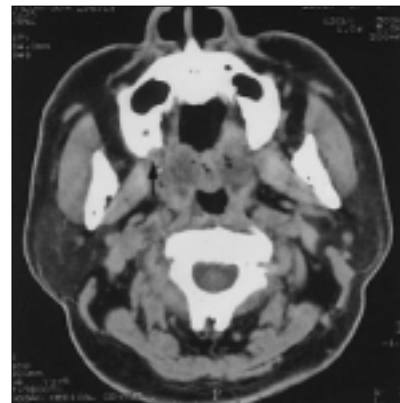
CT showing bony erosion on Rt. Maxillary tuberosity area.
